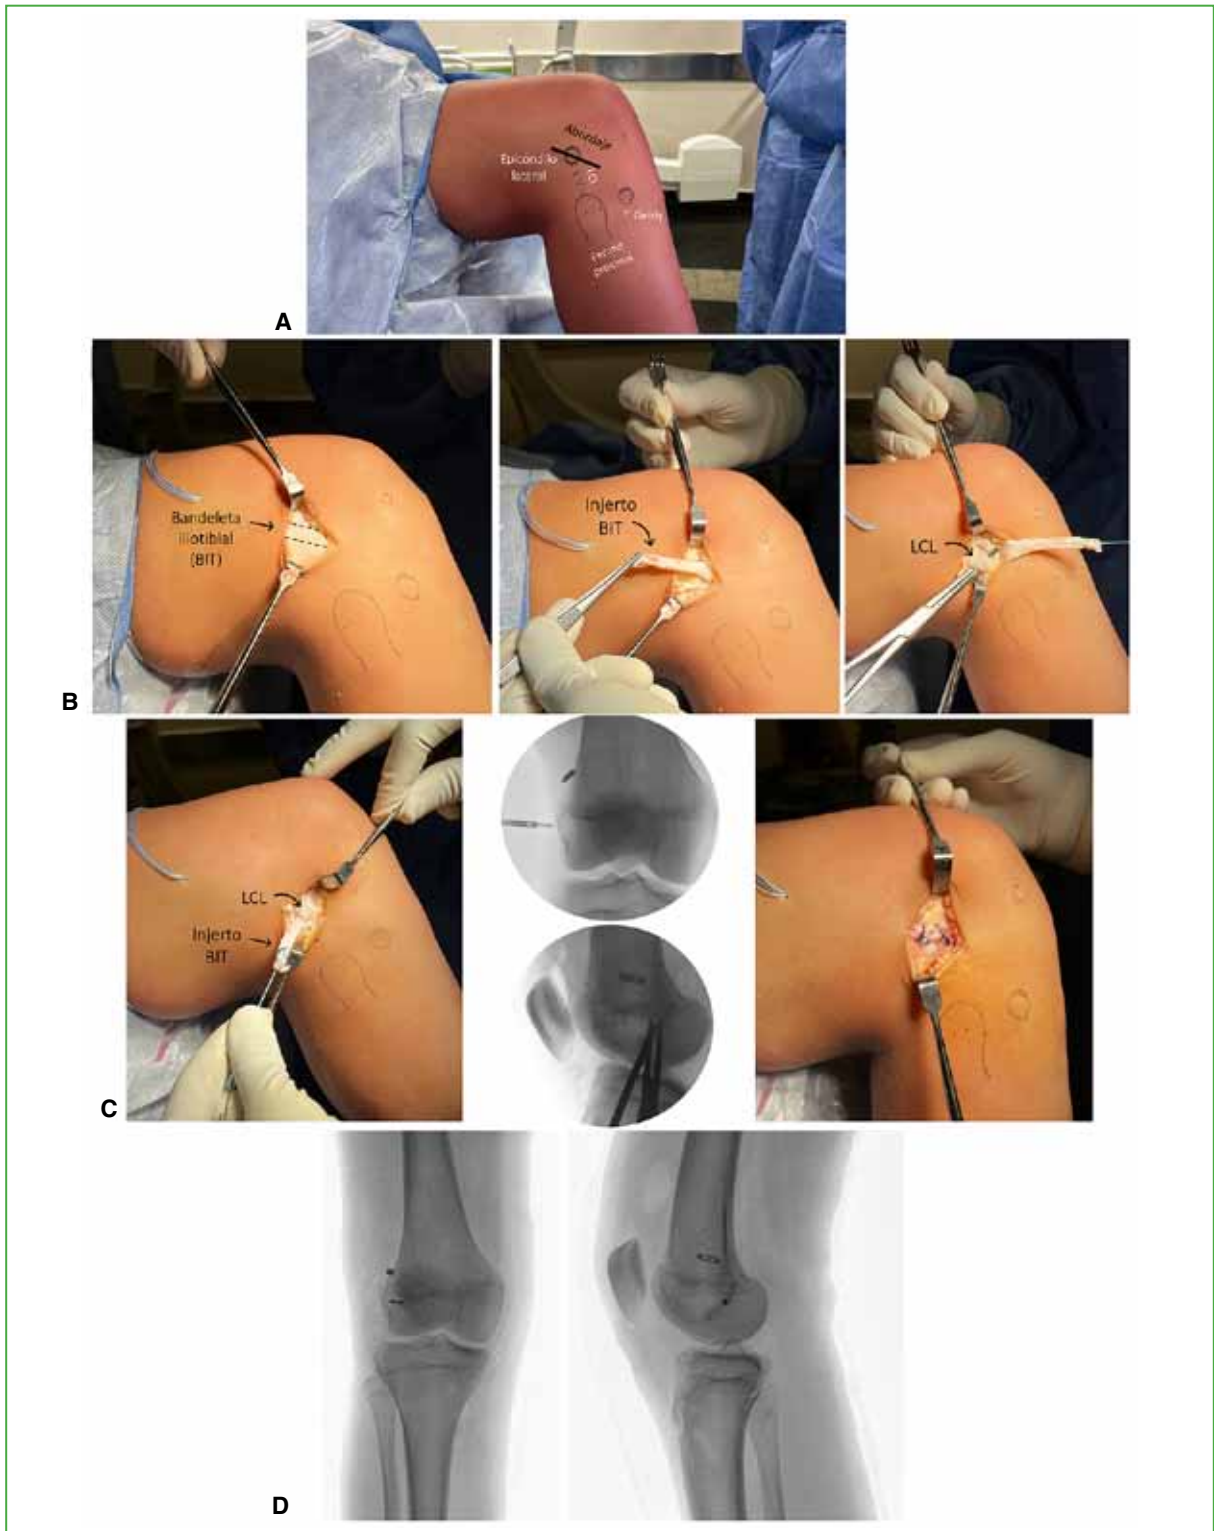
Técnica quirúrgica. A. Parámetros anatómicos. B. Abordaje quirúrgico, toma del injerto y disección del ligamento colateral lateral (LCL). C. Paso del injerto, fijación femoral guiada por radioscopia y cierre de la bandeleta ilirotibial (BIT). D. Radiografía posoperatoria inmediata.
